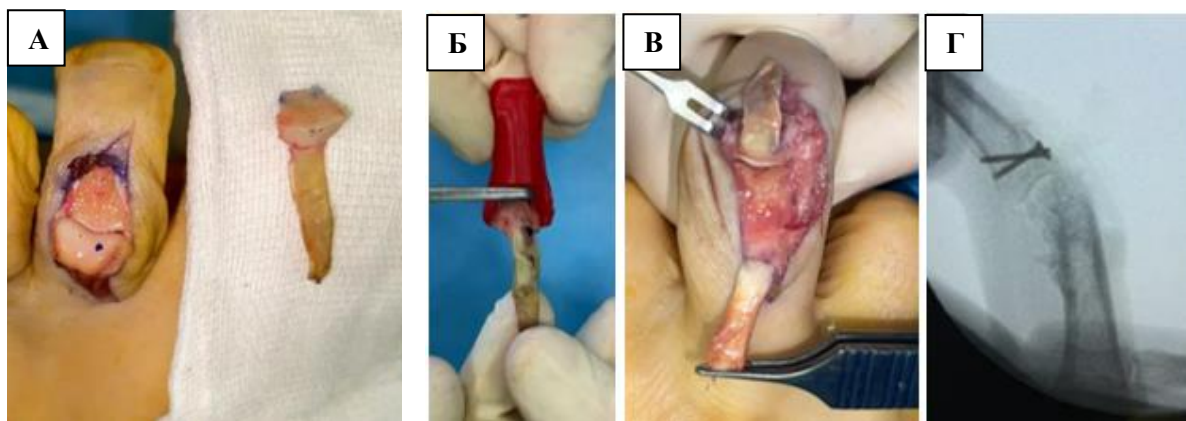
Этапы авторской методики артропластики ПМФС с реконструкцией сухожилия общего разгибателя пальца кисти: А – выделение костно-хрящевого ауто трансплантата пальца стопы с участком сухожилия длинного разгибателя, Б – оценка соответствия с индивидуальным шаблоном, В – интраоперационный вид ауто трансплантата после остеосинтеза в реципиентной зоне, Г – рентгенограммы после остеосинтеза
